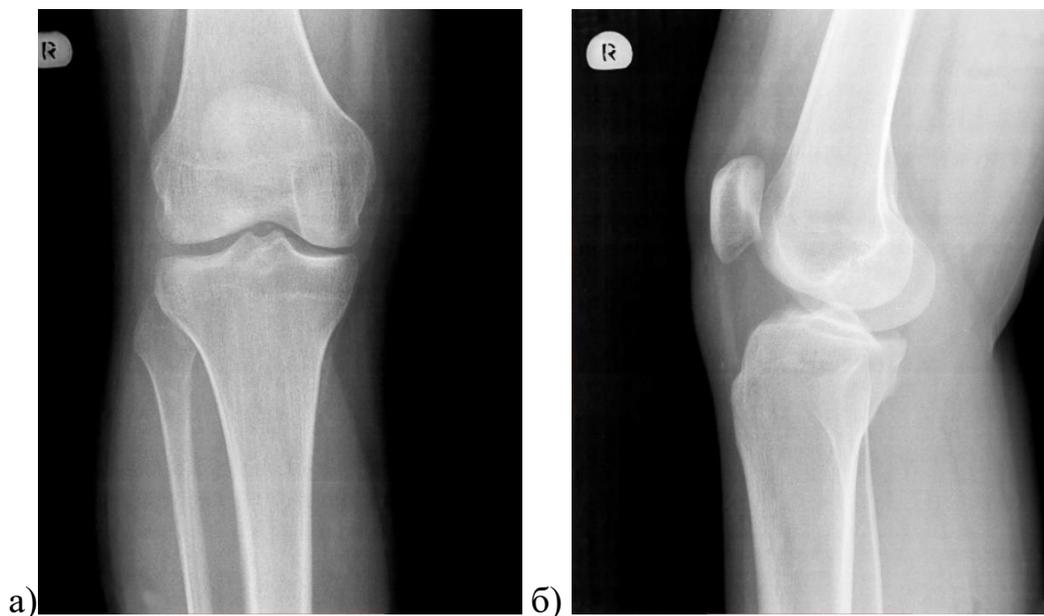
Рентгенограммы правого коленного сустава военнослужащего П., 35 лет, с застарелым разрывом ПКС (субхондральный склероз внутреннего мыщелка большеберцовой кости): а) прямая проекция; б) боковая проекция.
